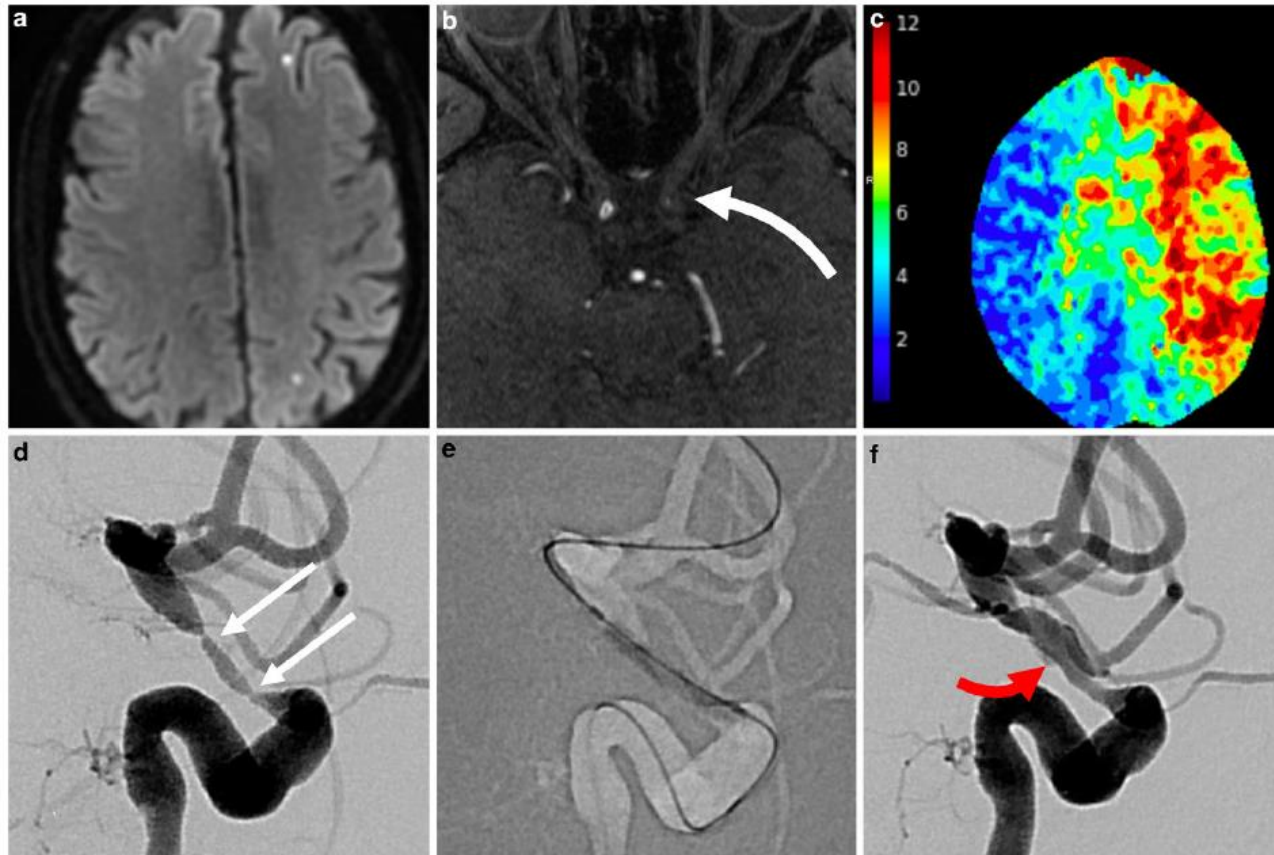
Intracranial manifestations of giant cell arteritis with left ACA-MCA watershed ischemia on DWI MRI (a). Time-of-flight MR angiography showed high-grade stenosis of supraclinoid LICA (*white curved arrow*, b). CT perfusion showed at-risk parenchyma throughout the left hemisphere, shown as T_{max} map (c) which prompted urgent endovascular treatment (treatment #1). Pretreatment lateral projection LICA injection shows 2 sites of critical stenosis (d, *white arrows*) which were treated with submaximal balloon angioplasty (e). Posttreatment result f showed substantial improvement in angiographic transit time and return of antegrade flow to the ophthalmic and posterior communicating arteries. Careful review of images showed a tiny, non-flow limiting dissection measuring < 1 cm (*red arrow*)
